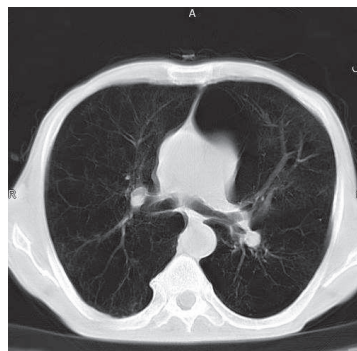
КТ ОГК больного А.
